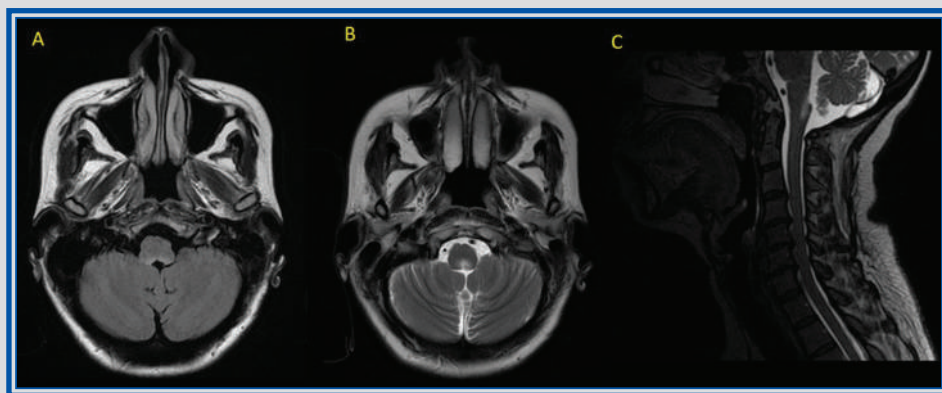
Capítulo 27. Resonancia magnética de cerebro en corte axial donde se observa hiperintensidad a nivel de la región posterior del bulbo bilateral (área postrema) en secuencia FLAIR (A) y T2 (B). Así como extensión de la lesión bulbar hacia la región central de la médula espinal (C).
